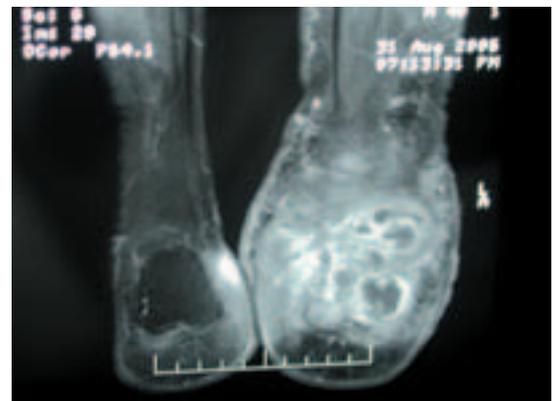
Resonancia nuclear magnética del pie mostrando lesiones osteoarticulares y de partes blandas, corte a la altura de astrágalo y calcáneo.
